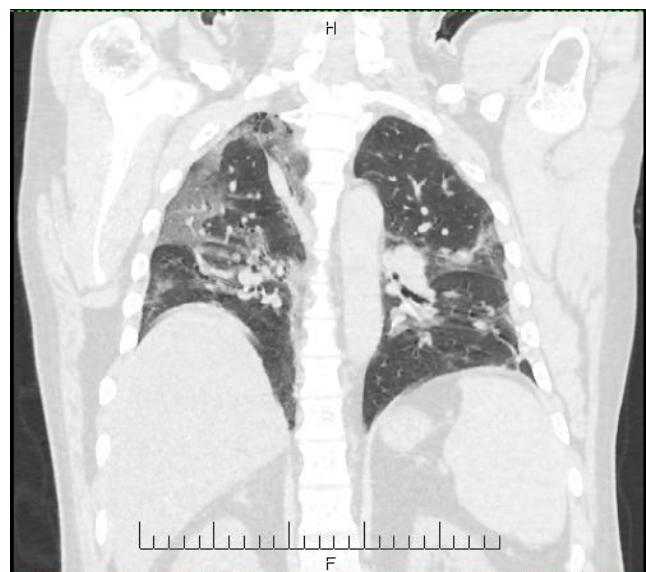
Компьютерная томограмма легких, «легочное окно», аксиальная и коронарная плоскость. Определяются участки «матового стекла»
